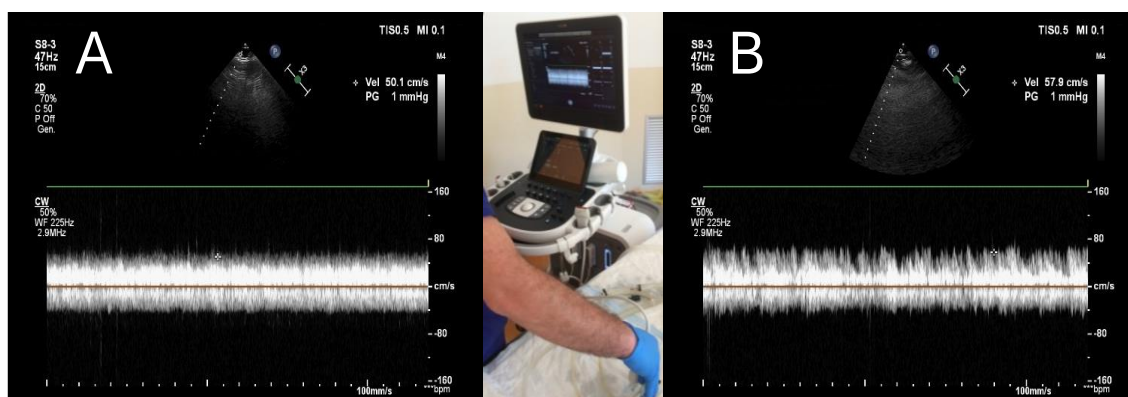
Acquisizione ecocardiografica effettuata sull'aorta addominale (A) e sull'arteria mesenterica del modello all'interno del circuito ad una portata di 5 L/min
